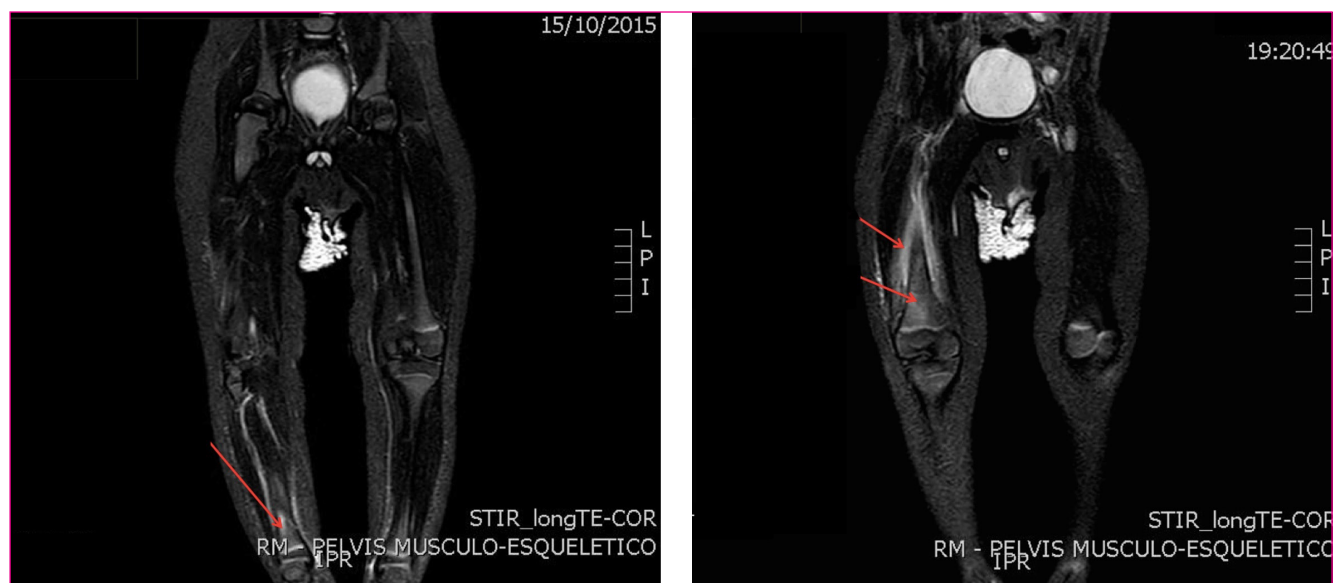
Resonancia magnética nuclear
